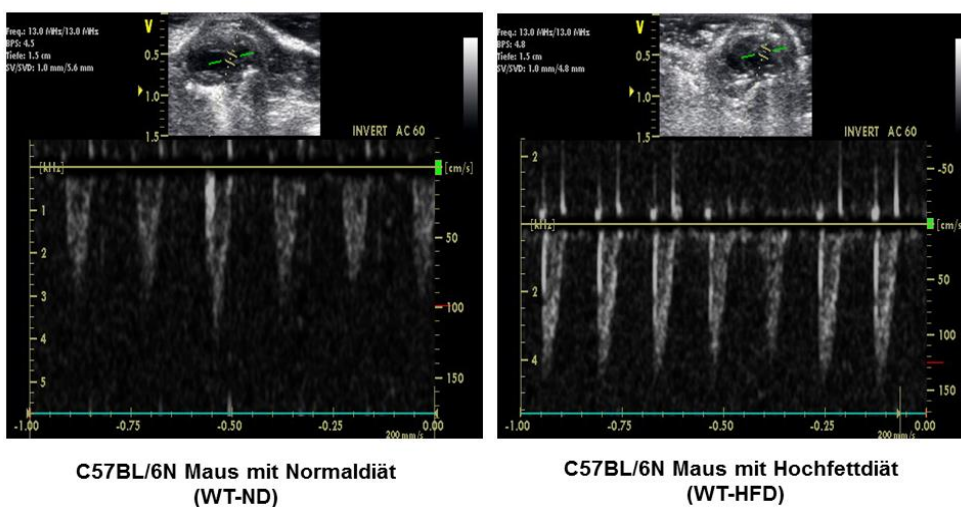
Messung der transvalvulären systolischen Geschwindigkeit mit dem CW-Doppler
